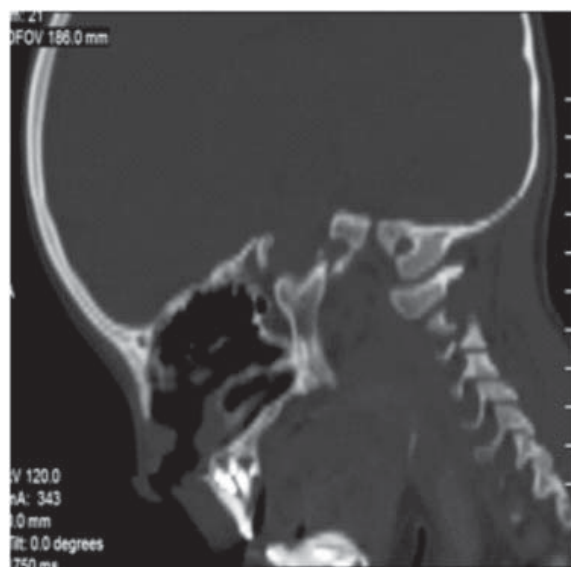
Corte sagital, tomografía de control.
